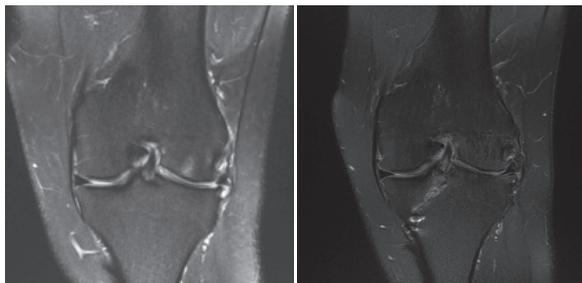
Imagem coronal de RM em T2-FatSat, antes e 1 ano após transplante meniscal.
